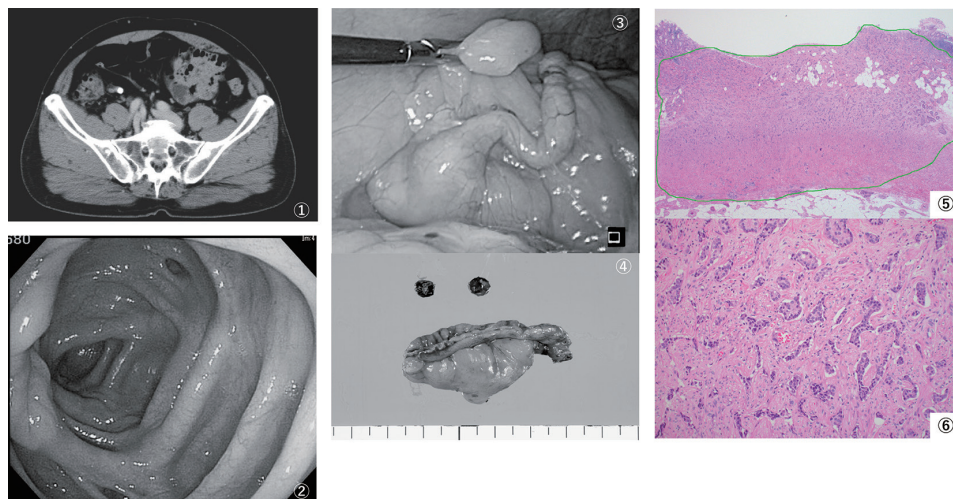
① 造影 CT 画像：虫垂先端に最大径 11 mm の糞石を認めた。腫瘍性病変や腫大リンパ節は認めなかった。
